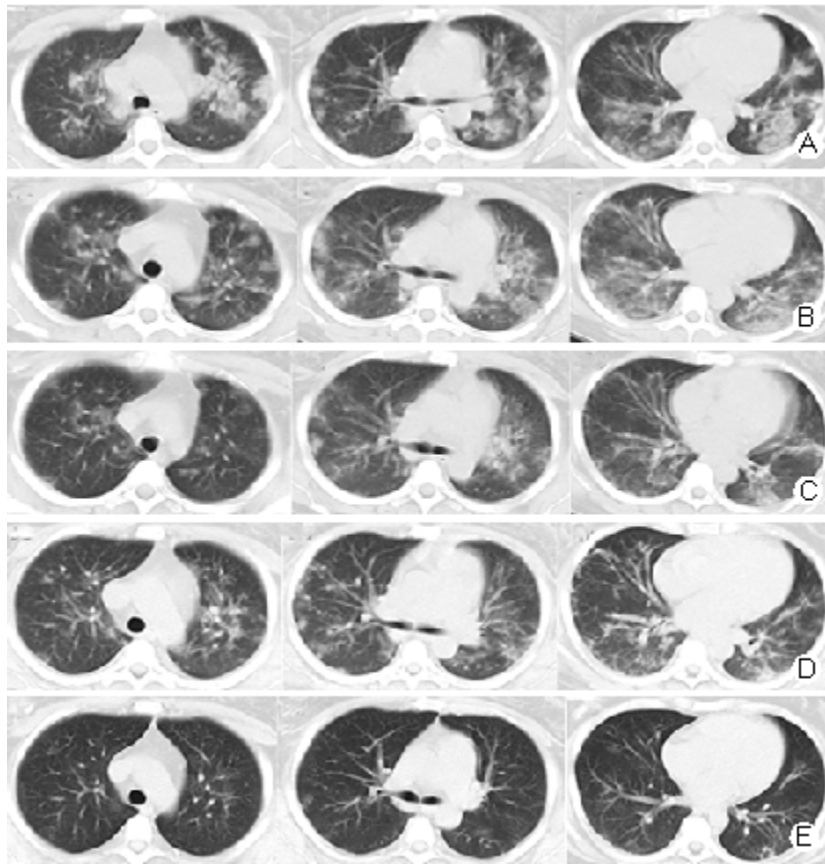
妊娠合并危重型新型冠状病毒肺炎患者治疗前后肺部 CT 变化情况
